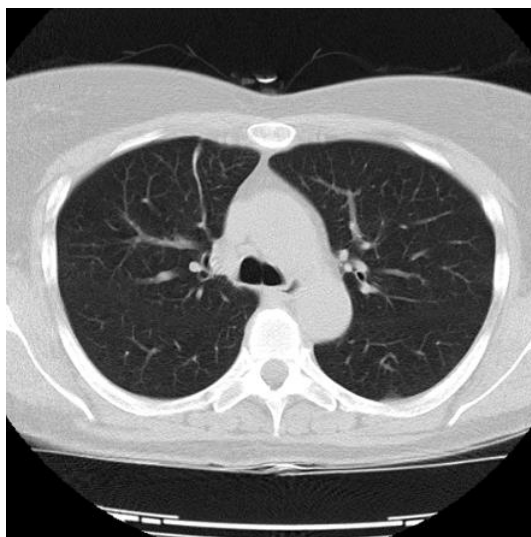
Visualización de un estudio CT con Bullas.
